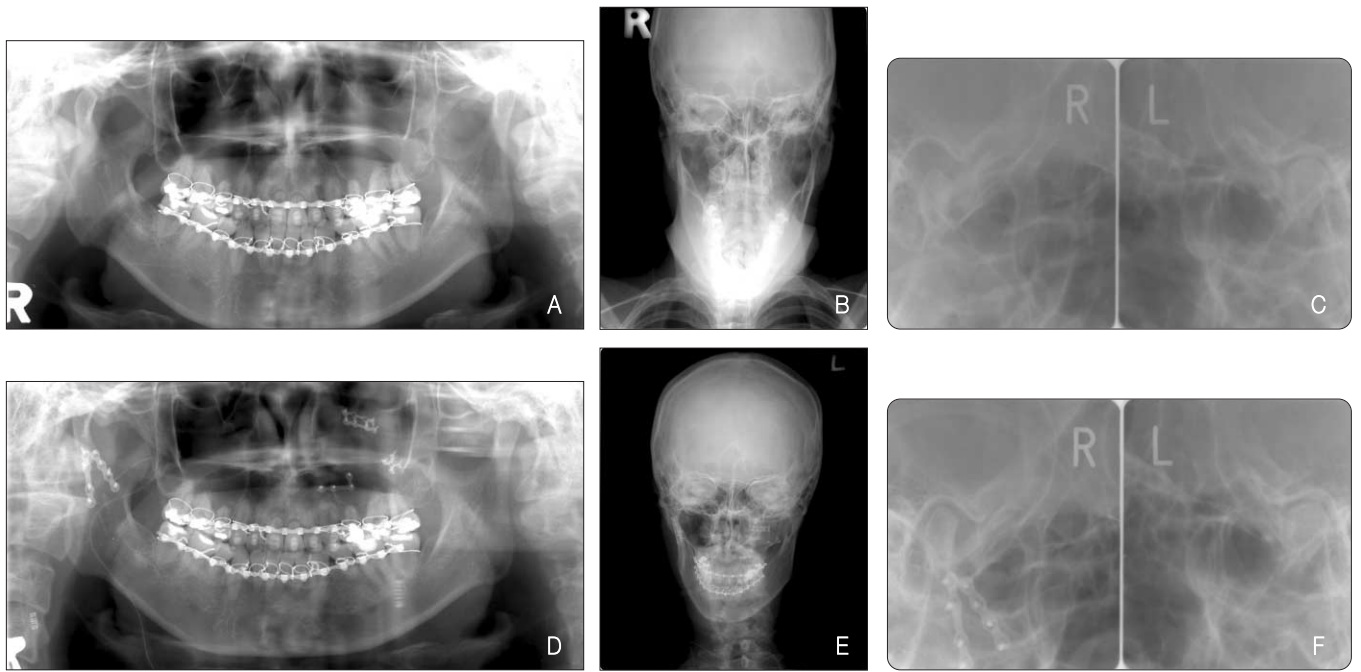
Right condylar neck fracture. Two miniplates were used and post-operative radiography showed anatomical reduction can be found. Post-operative condylar position was within normal limit on the transcranial view. (Upper : preoperative, Lower : post-operative)
